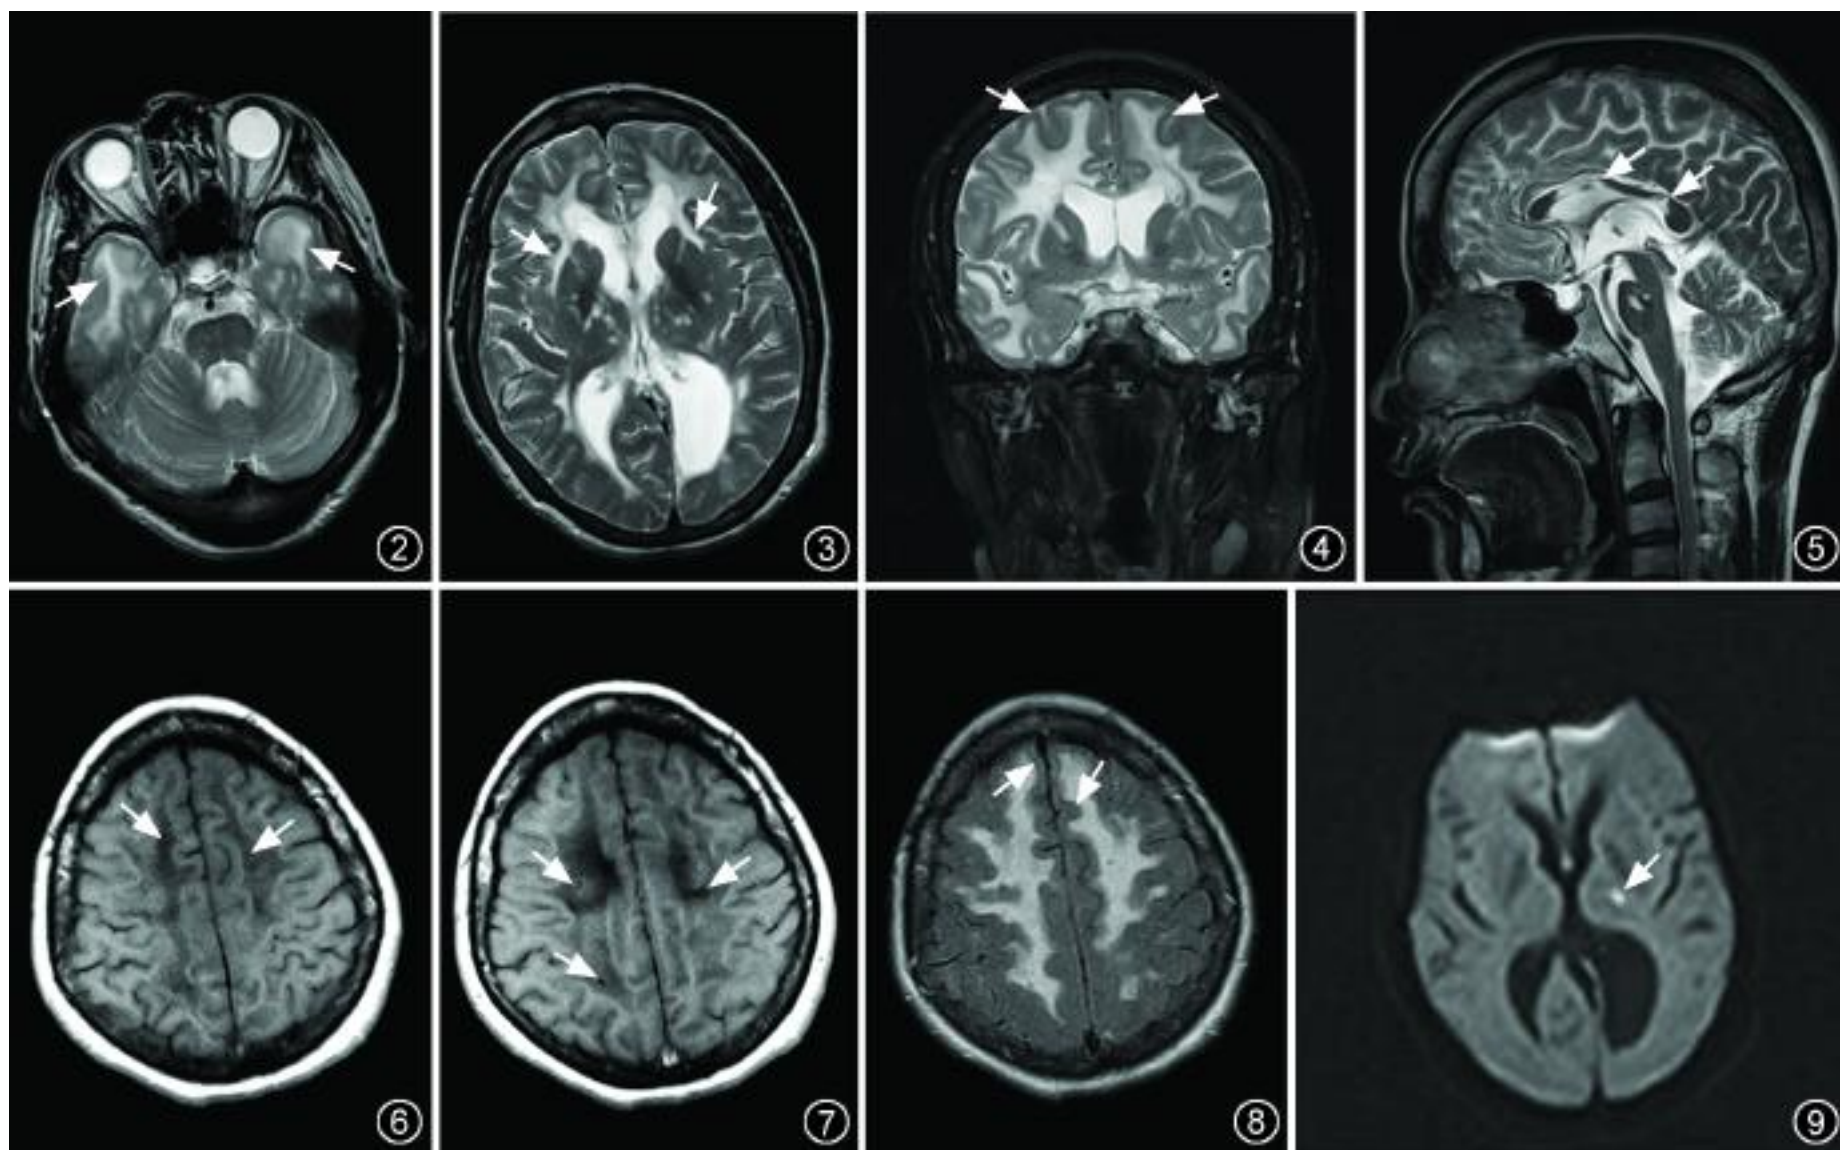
为先证者颅底水平横断面 T₂WI, 示 O Sullivan 征(箭) 图 3 为先证者头颅基底节水平横断面 T₂WI, 示“人”字征(箭)和基底节多发梗死灶 图 4 为先证者头颅冠状面脂肪抑制 T₂WI, 示病变脑叶的皮层不受累及, 信号正常(箭) 图 5 为先证者妹头颅正中矢状面 T₂WI, 示萎缩胼胝体全层受累异常高信号区(箭), 另可见桥脑梗死灶 图 6 为先证者头颅半卵圆中心水平横断面 T₁WI, 示“胡椒罐盖”样表现(箭) 图 7 为先证者头颅半卵圆中心水平横断面 T₁WI, 示“黑洞”(箭) 图 8 为先证者头颅半卵圆中心水平横断面液体衰减反转恢复 (FLAIR) 序列的常规像, 示皮层下腔隙性损害 (SLLs)(箭) 图 9 为先证者颅基底节水平横断面扩散加权成像 (DWI), 示左侧丘脑小片状新鲜梗死, 呈高信号(箭)
